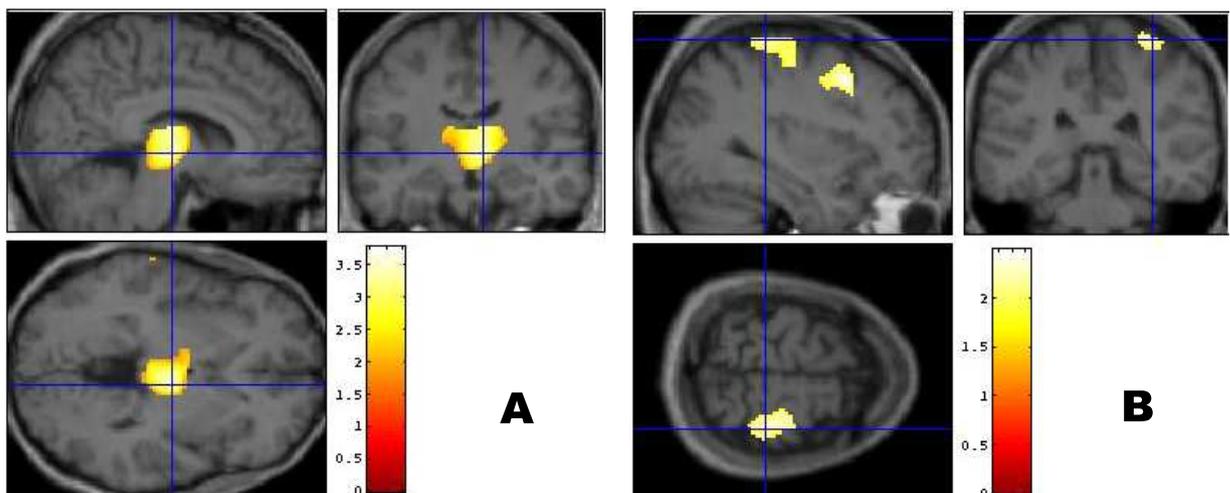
Positronenemissionstomographie (PET) und Narkose:
